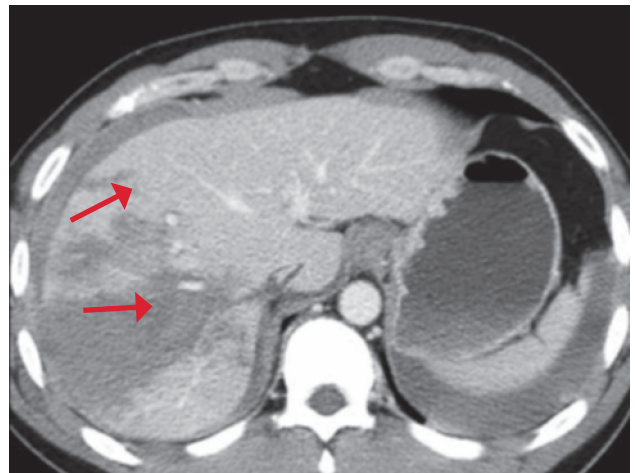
TC con contraste con laceraciones y contusiones hepáticas.
